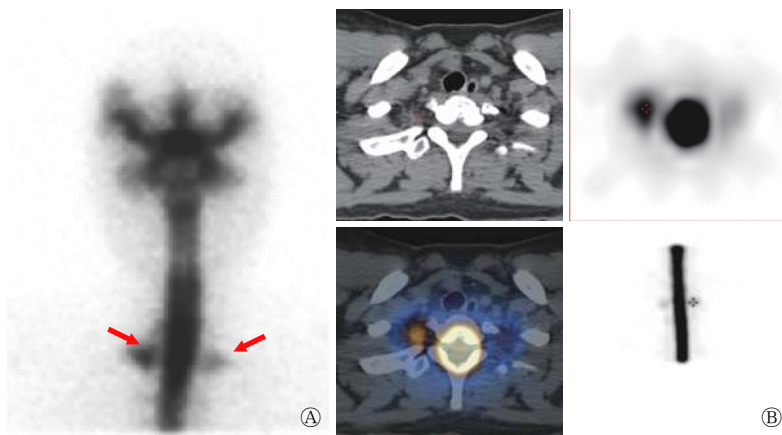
SIH 患者(女性, 37 岁)颈胸交界处脑脊液漏的 RNC 和 SPECT/CT 断层融合图像 图中, A: 注射药物后 3 h RNC 平面显像, 示 T1 水平硬膜外多发脑脊液漏 (箭头所示); B: 同期 SPECT/CT 断层融合显像, 示 T1 水平椎体左前缘脑脊液漏。SIH: 自发性低颅压综合征; RNC: 放射性核素脑脊液间隙显像; SPECT/CT: 单光子发射计算机断层摄影术。
